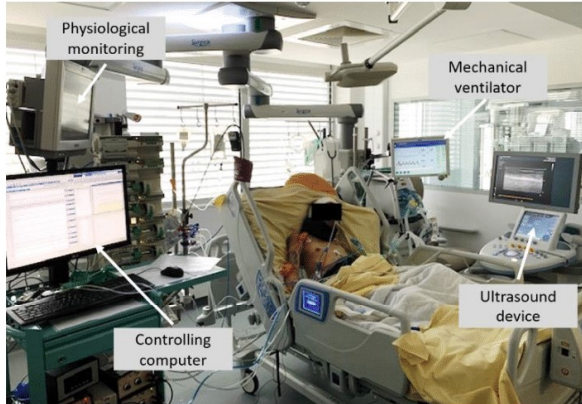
Experimental setup. All acquisitions were performed in the patient's room. The ultrasound device was connected to a controlling computer, which was synchronizing and recording ultrasound images (SWE and Bmode) and physiological data.
